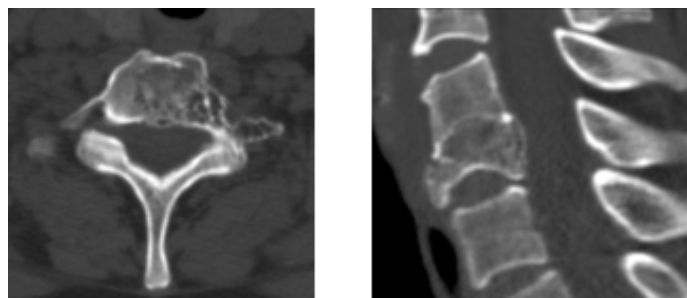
Предоперационное КТ обследование пациентки Н., 47 лет
